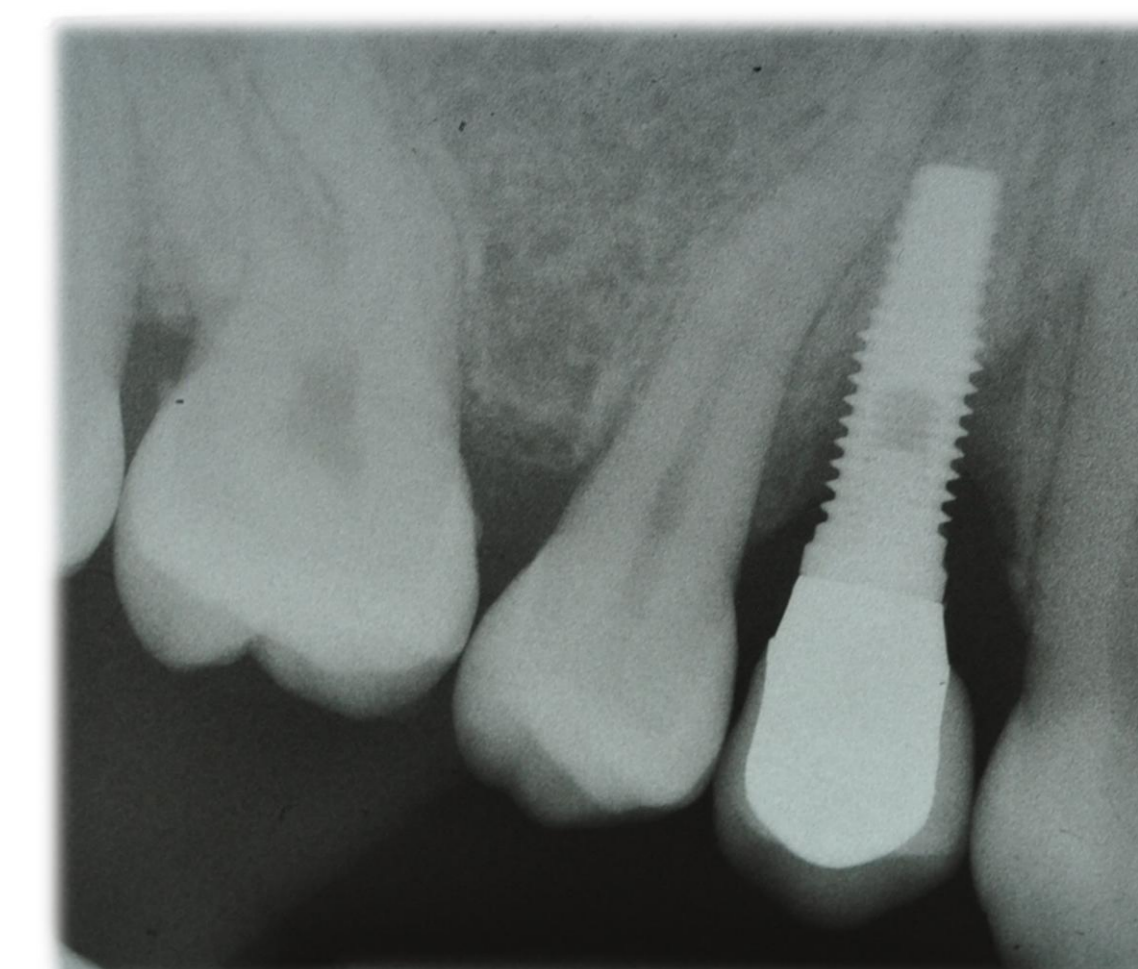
Radiografia de implante osteointegrado com perda óssea vertical severa.
